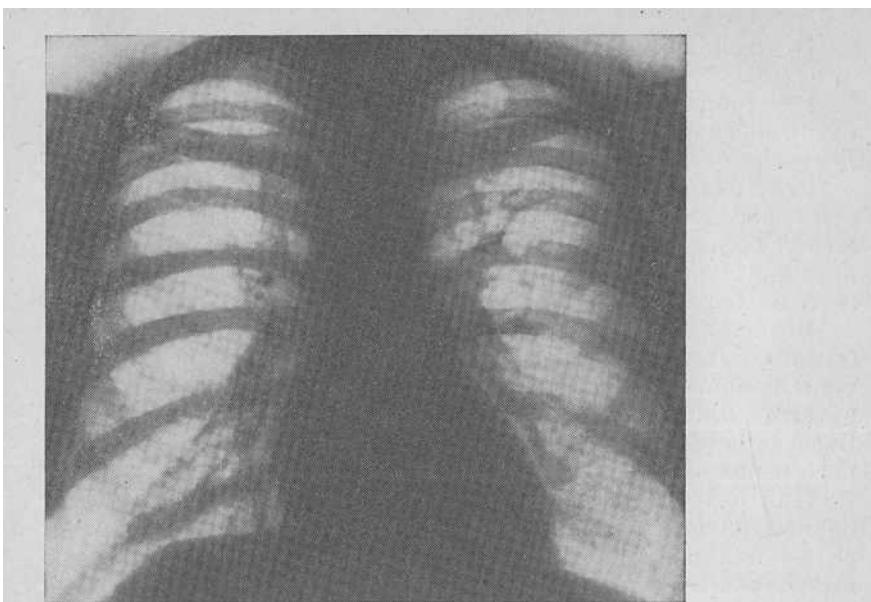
Рентгенограмма грудной клетки. Патологические изменения отсутствуют.
